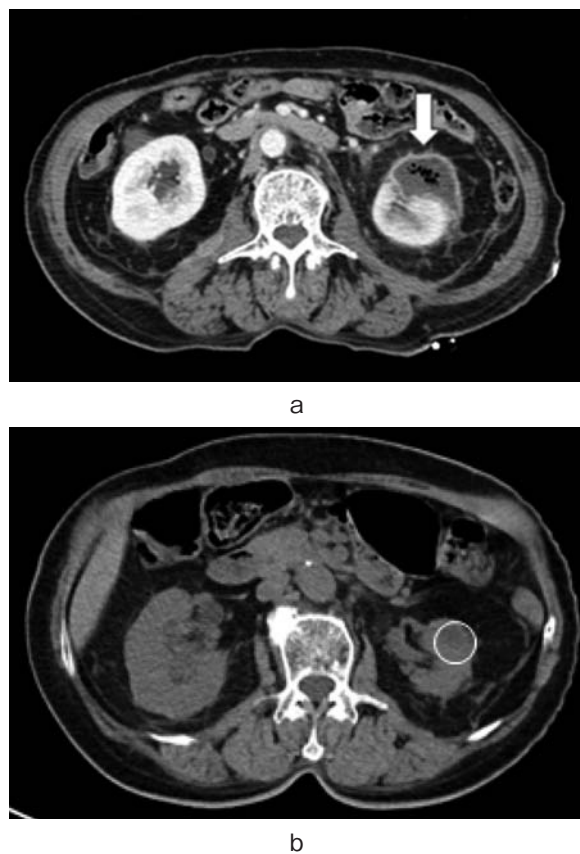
a) Enhanced CT demonstrated left renal residual abscess at the time of the discharge. b) Plain CT showed reduced left renal abscess 3 months after discharge.
